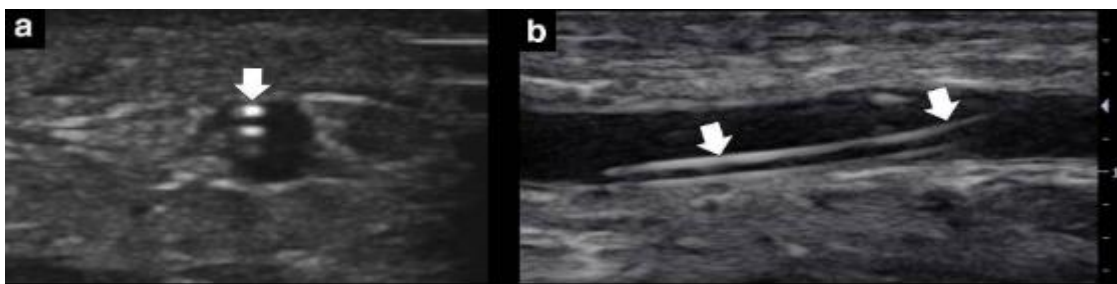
Visione ecografica del catetere vascolare.
